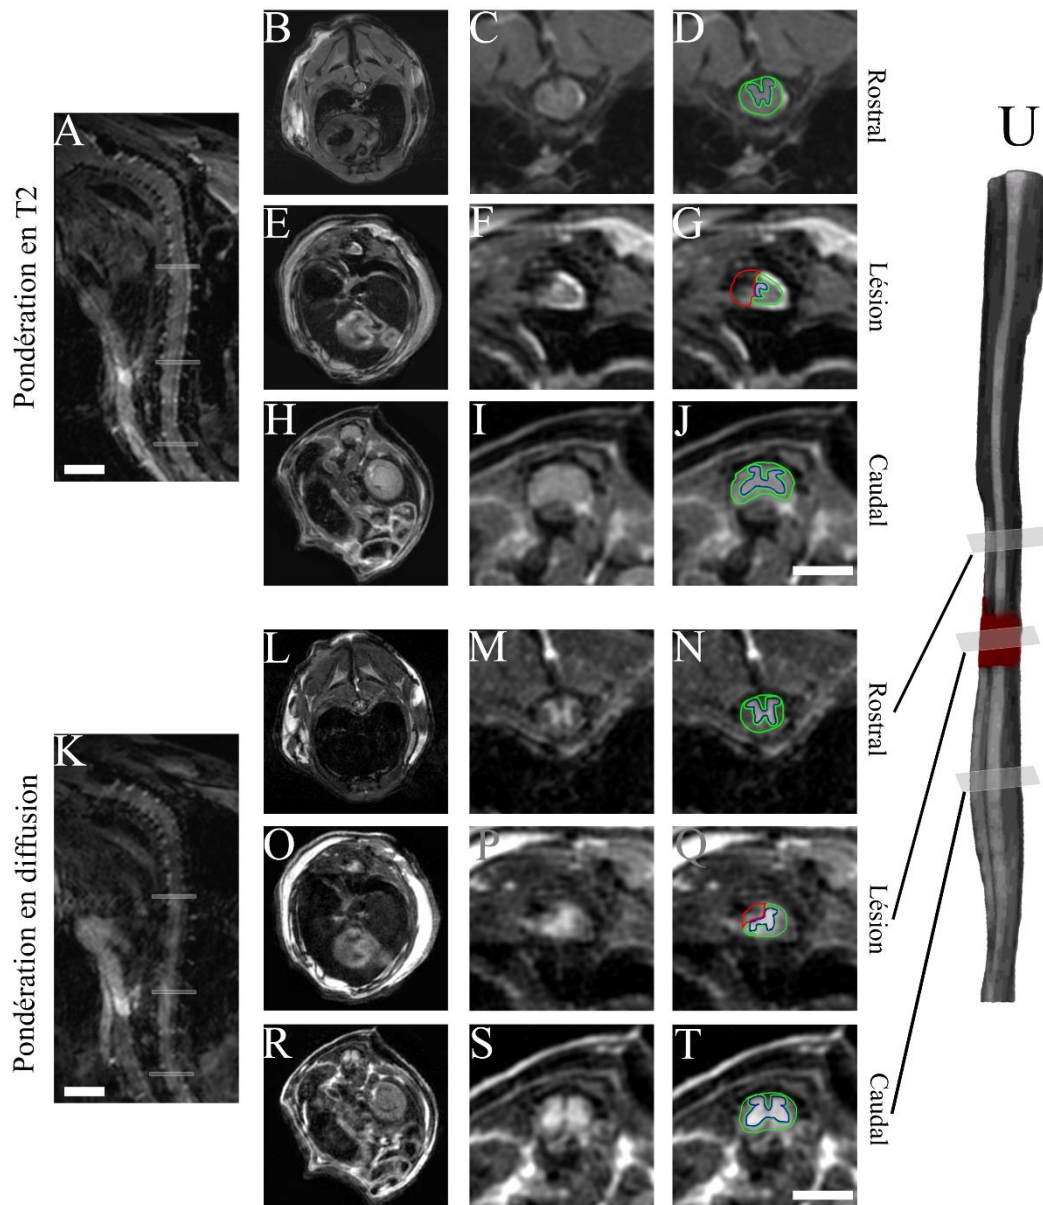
Acquisition en IRM *in vivo* de la même souris en pondération T2 (A-J) et en diffusion (K-T). Image sagittale *in vivo* en T2 (A) et en diffusion (K). Images axiales *in vivo* prises rostral (B&L), au sein (E&O) et caudal (H&R) à l'épicentre lésionnel. Images zoomées des rectangles blancs indiqués en (A) et (K) (C-I & M-S). Segmentation de la substance grise préservée (bleu), de la substance blanche préservée (vert) et du tissu lésé (rouge) (D-J & N-T). Echelles (A&K) : 3mm, (J&T) : 2.5mm.
